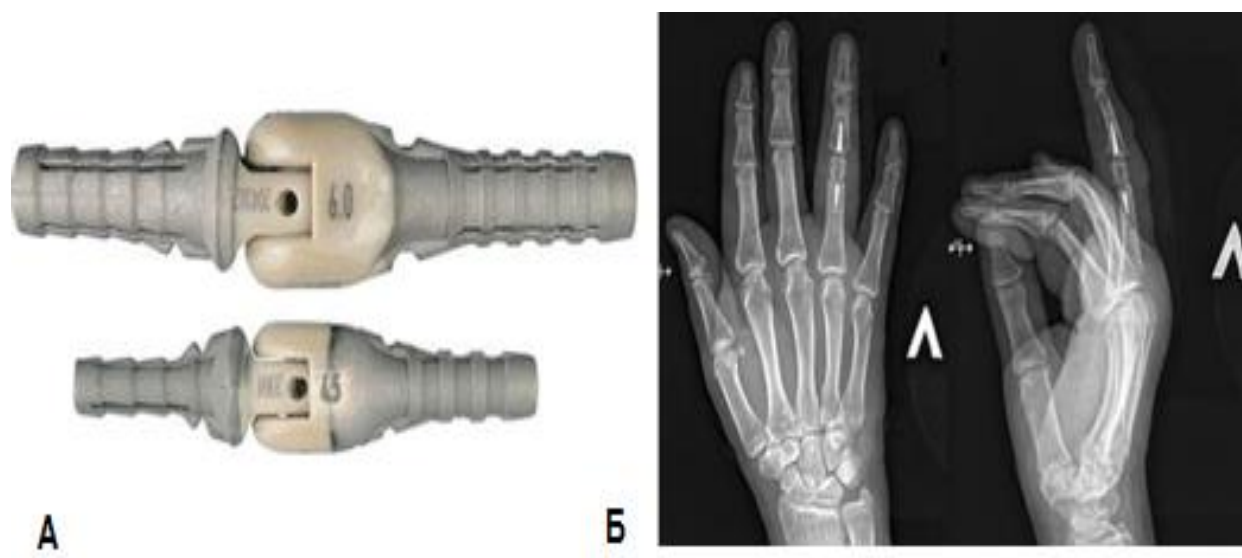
Связанный эндопротез RM Finger (Mathys): А – внешний вид компонентов эндопротеза, Б – применение имплантата при эндопротезировании ПМФС 4 пальца левой кисти (Федотов, П. В. Оценка отдаленных результатов эндопротезирования проксимального межфалангового сустава кисти / П. В. Федотов, Д. В. Ковалев, С. Н. Рыбаков. – DOI 10.18019/1028-4427-2024-30-2-191-199 // Гений ортопедии. – 2024. – Т. 30, № 2. – С. 191-199).
